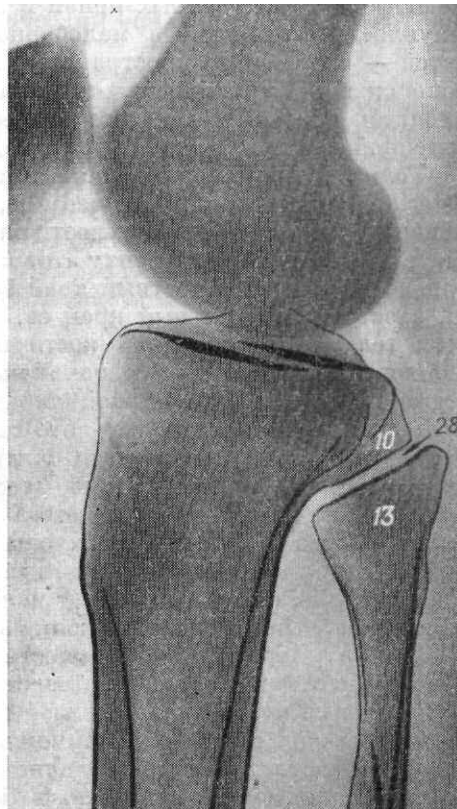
Прицельная рентгенограмма большеберцово-малоберцового сустава. 10 — латеральный мыщелок большеберцовой кости; 13 — головка малоберцовой кости; 28 — рентгеновская суставная щель большеберцово-малоберцового сустава.
